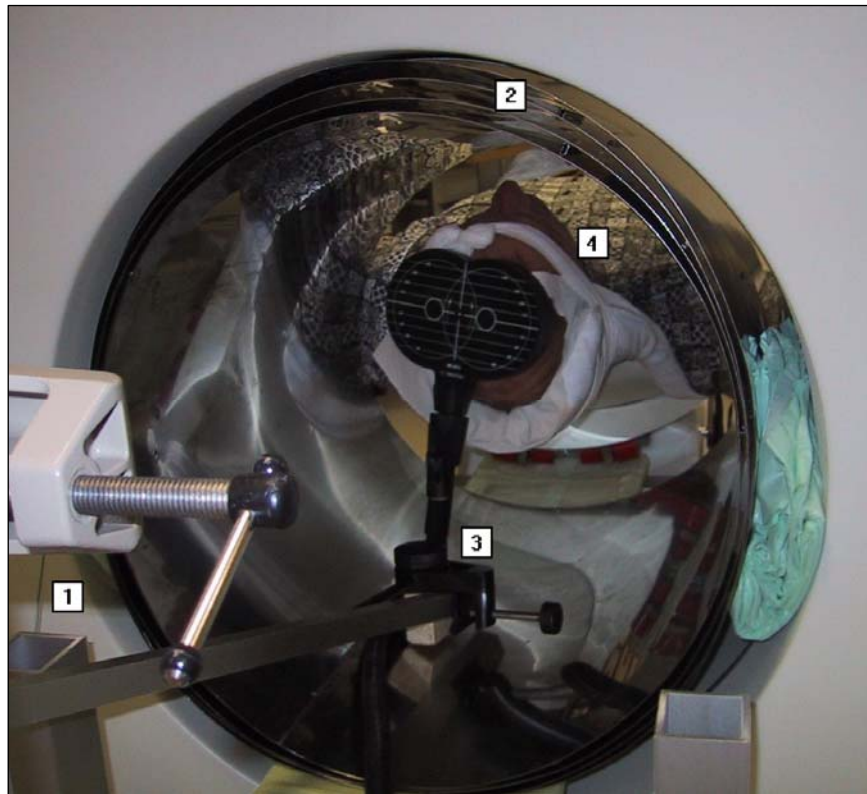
Positionierung / Haltung der Stimulatorspule über dem linken PMd im PET-Scanner. (1 = Erdung, 2 = MU-Metallzylinder, 3 = Spulenhalterung, 4 = Kopffixierung)
